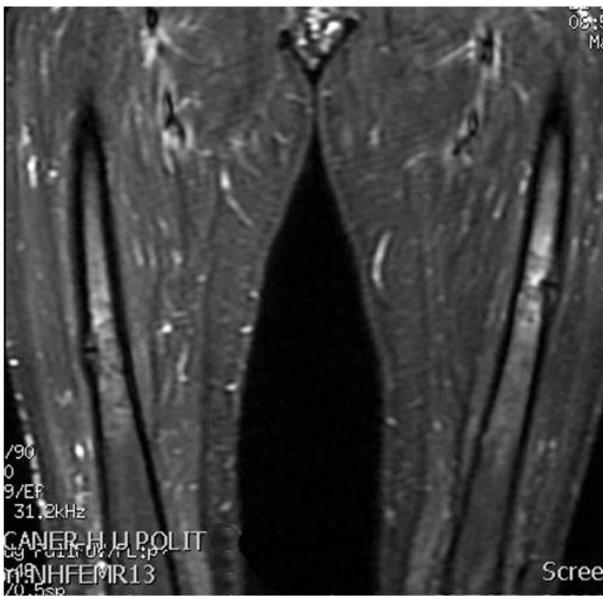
RMN engrosamiento cortical ambas diáfisis femorales con esclerosis ósea / trazo de fractura lineal intracortical.
